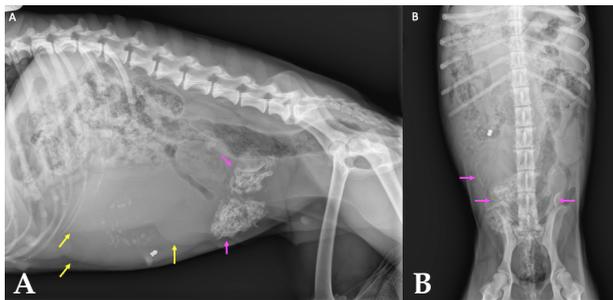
Mismas radiografías de la Figura 1. Se observan masas de morfología tubular y opacidad tejido blando que generan efecto masa (flechas amarillas), así como estructuras de opacidad hueso (flechas rosas) en su interior.
